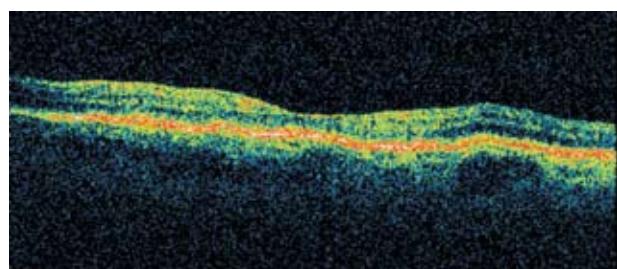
Optická koherenční tomografie intraretinální a subretinální exsudace u vlhké VPMD
